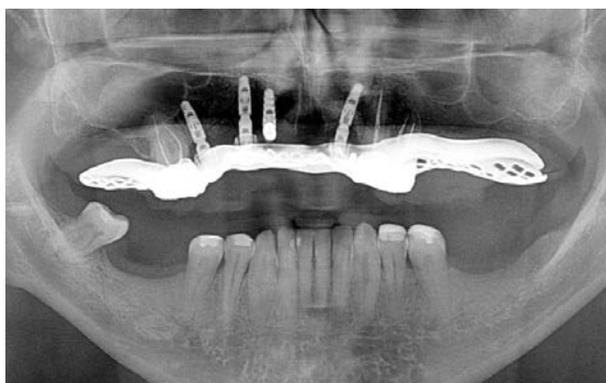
Ortopantomografia dopo 2 anni
